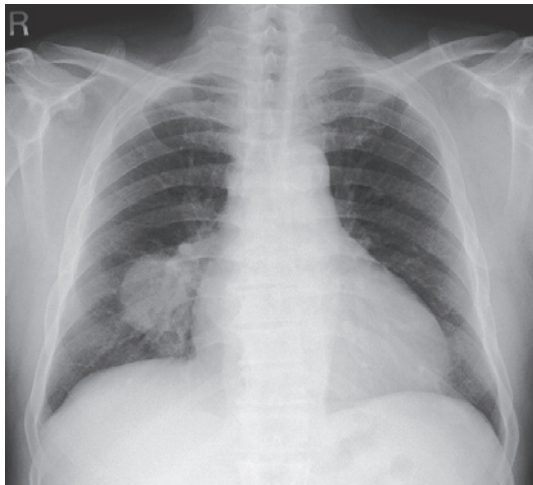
Chest radiography showed a 5.2-cm mass in the right lower lung field.
